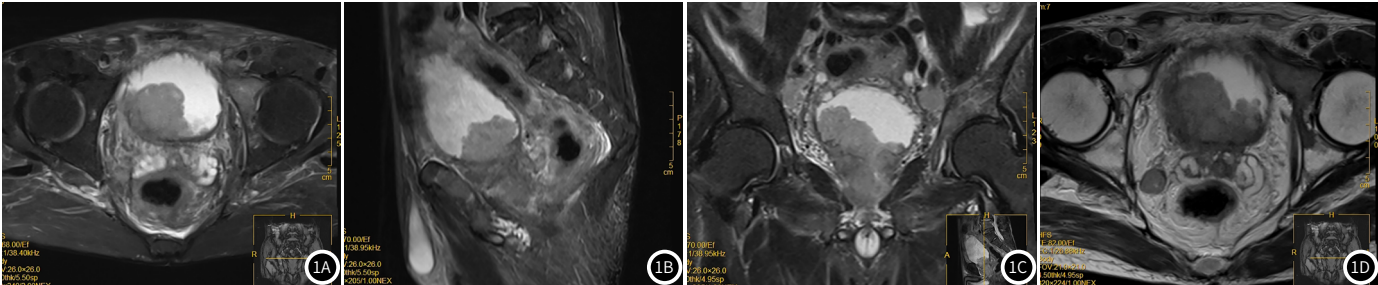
患者，男，74岁。MRI检查：前列腺体积明显增大，局限性凸向膀胱，膀胱左侧壁可见一大小约43mm×49mm不规则肿块，呈稍长T₁稍长T₂信号，压脂序列呈稍高信号，弥散序列呈高信号，与前列腺分界不清，双侧精囊腺受累增大前列腺改变。考虑：前列腺Ca并双侧精囊腺转移。
